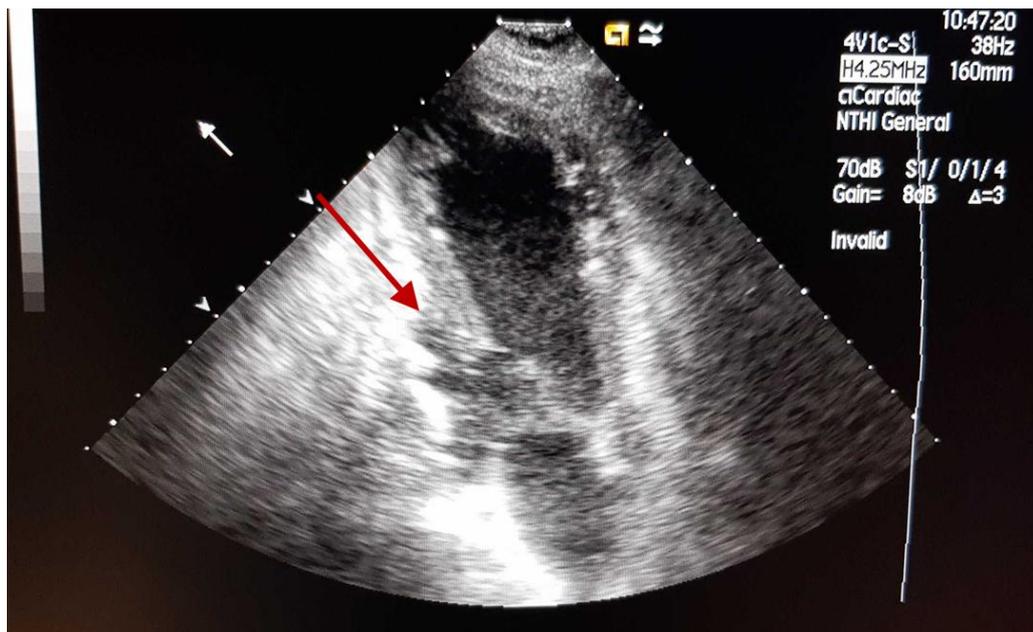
Эхокардиографическое исследование пациента Н. А – в дооперационном периоде. Стрелкой показана мешотчатая аневризма задней стенки левого желудочка. Б – через 2 недели. Показана заплата после реконструкции задней стенки левого желудочка
